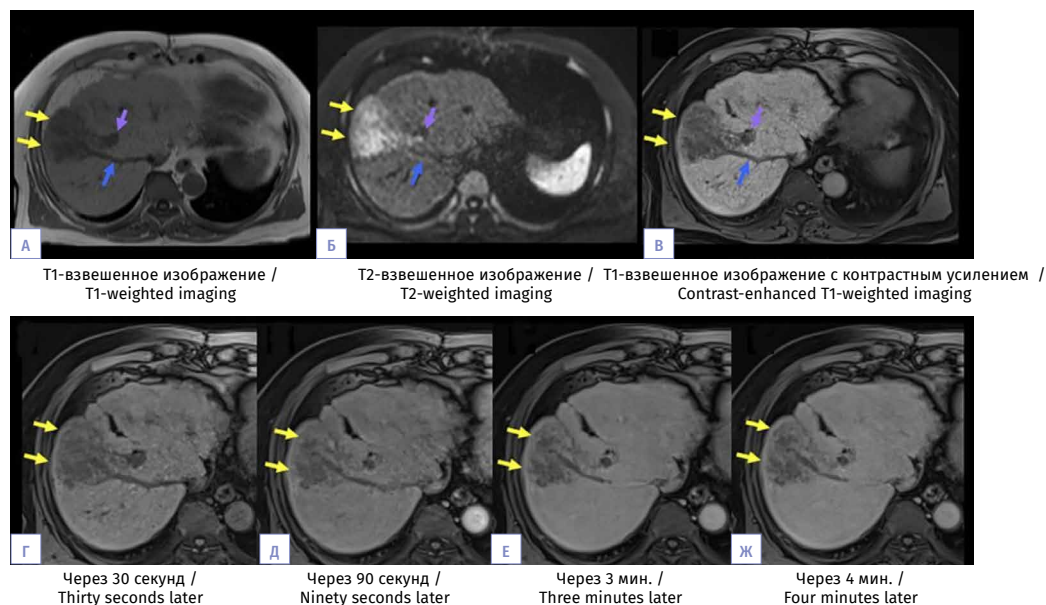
Магнитно-резонансная томография печени на 13-й день. Опухолевый узел увеличился до 55 мм (желтые стрелки). Определяются опухолевые тромбы в правой печеночной вене (синие стрелки) и передней ветви воротной вены (фиолетовые стрелки) (А–В). На отсроченных фазах с гадоксетовой кислотой (0,5, 1,5, 3,0 и 4,0 мин) раннее накопление и вымывание контраста отсутствуют (Г–Ж). А – T1-взвешенное изображение: опухоль гипоинтенсивна; Б – T2-взвешенное изображение: опухоль гиперинтенсивна; В – контрастно-усиленное T1-взвешенное изображение: накопления контраста в раннюю фазу не отмечается; Г–Ж – контрастно-усиленное T1-взвешенное изображение (отсроченные фазы).
